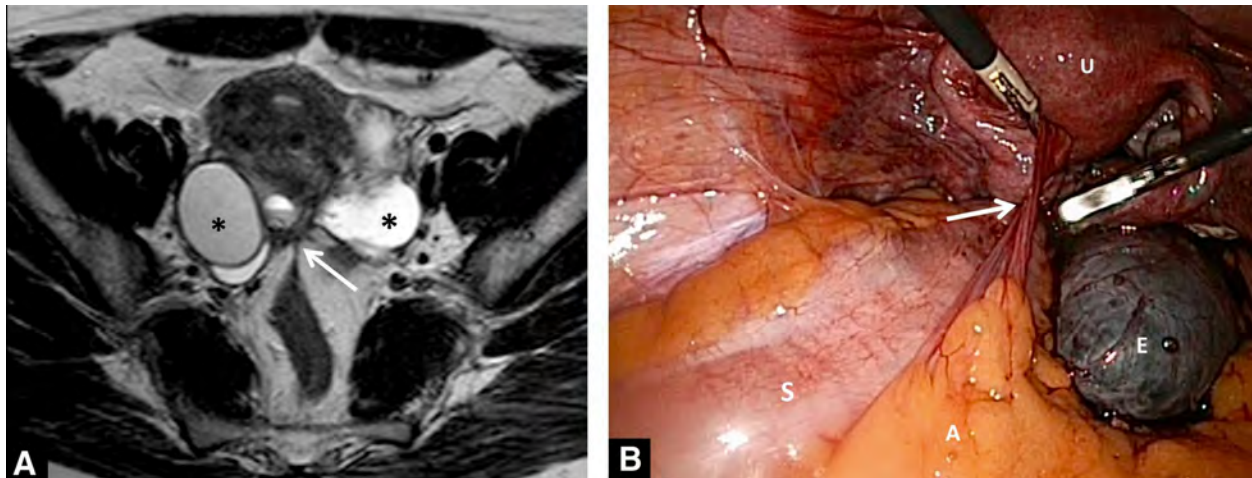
A. IRM coupe axiale en séquence T2, endométriomes bilatéraux (*) et attraction du torus au rectum (flèche blanche). B. Image coelioscopique montrant une adhésion d'une frange épiploïque au mur postérieur utérin (flèche blanche), endométriome droit (E). (11)
